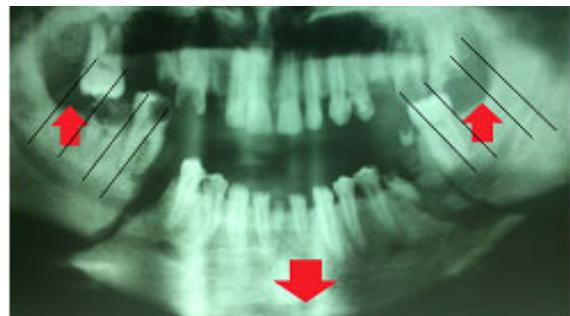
Radiografía panorámica donde se observa una doble fractura de ángulo mandibular desfavorable. La acción de los músculos masticadores tiende a alejar los fragmentos óseos.
